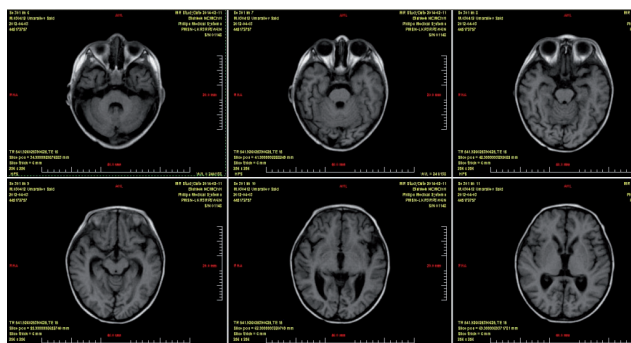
МРТ головного мозга 28 день от начала заболевания. Смешанная гидроцефалия, признаки кортикальной атрофии.
